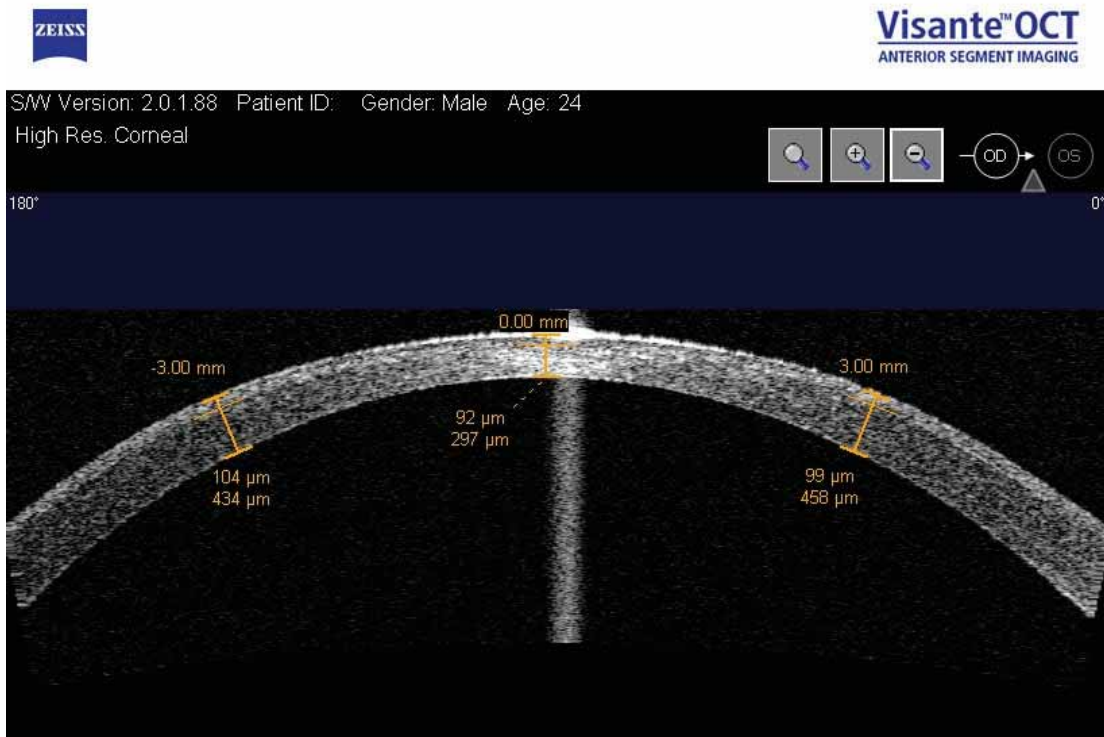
Оптическая когерентная томография роговицы пациента Б. после FemtoLasik с целью коррекции миопии -13,5 Д.
